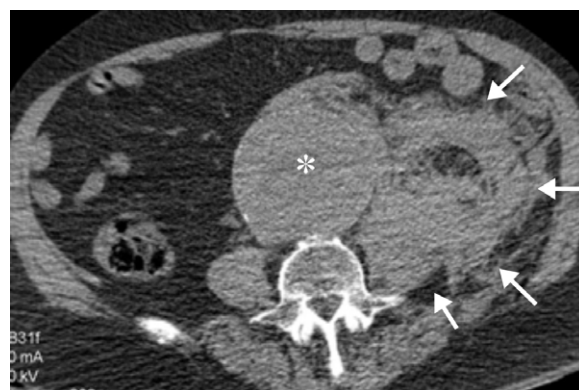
TC abdominal. Corte transversal a nivel de la aorta infrarrenal.
